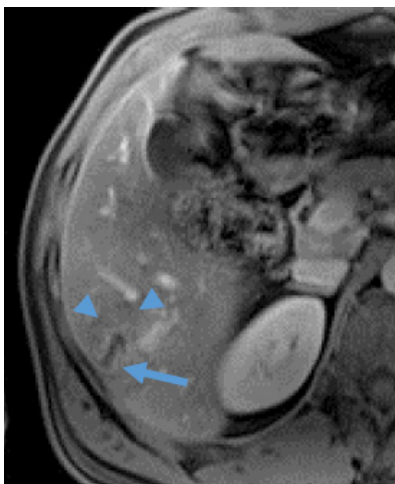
MRI (T1w after ev gadolinium) – Peripheral contrast enhancement of the lesion (arrow), with a surrounding parenchymal area of less contrast enhancement - edema (arrowheads).
